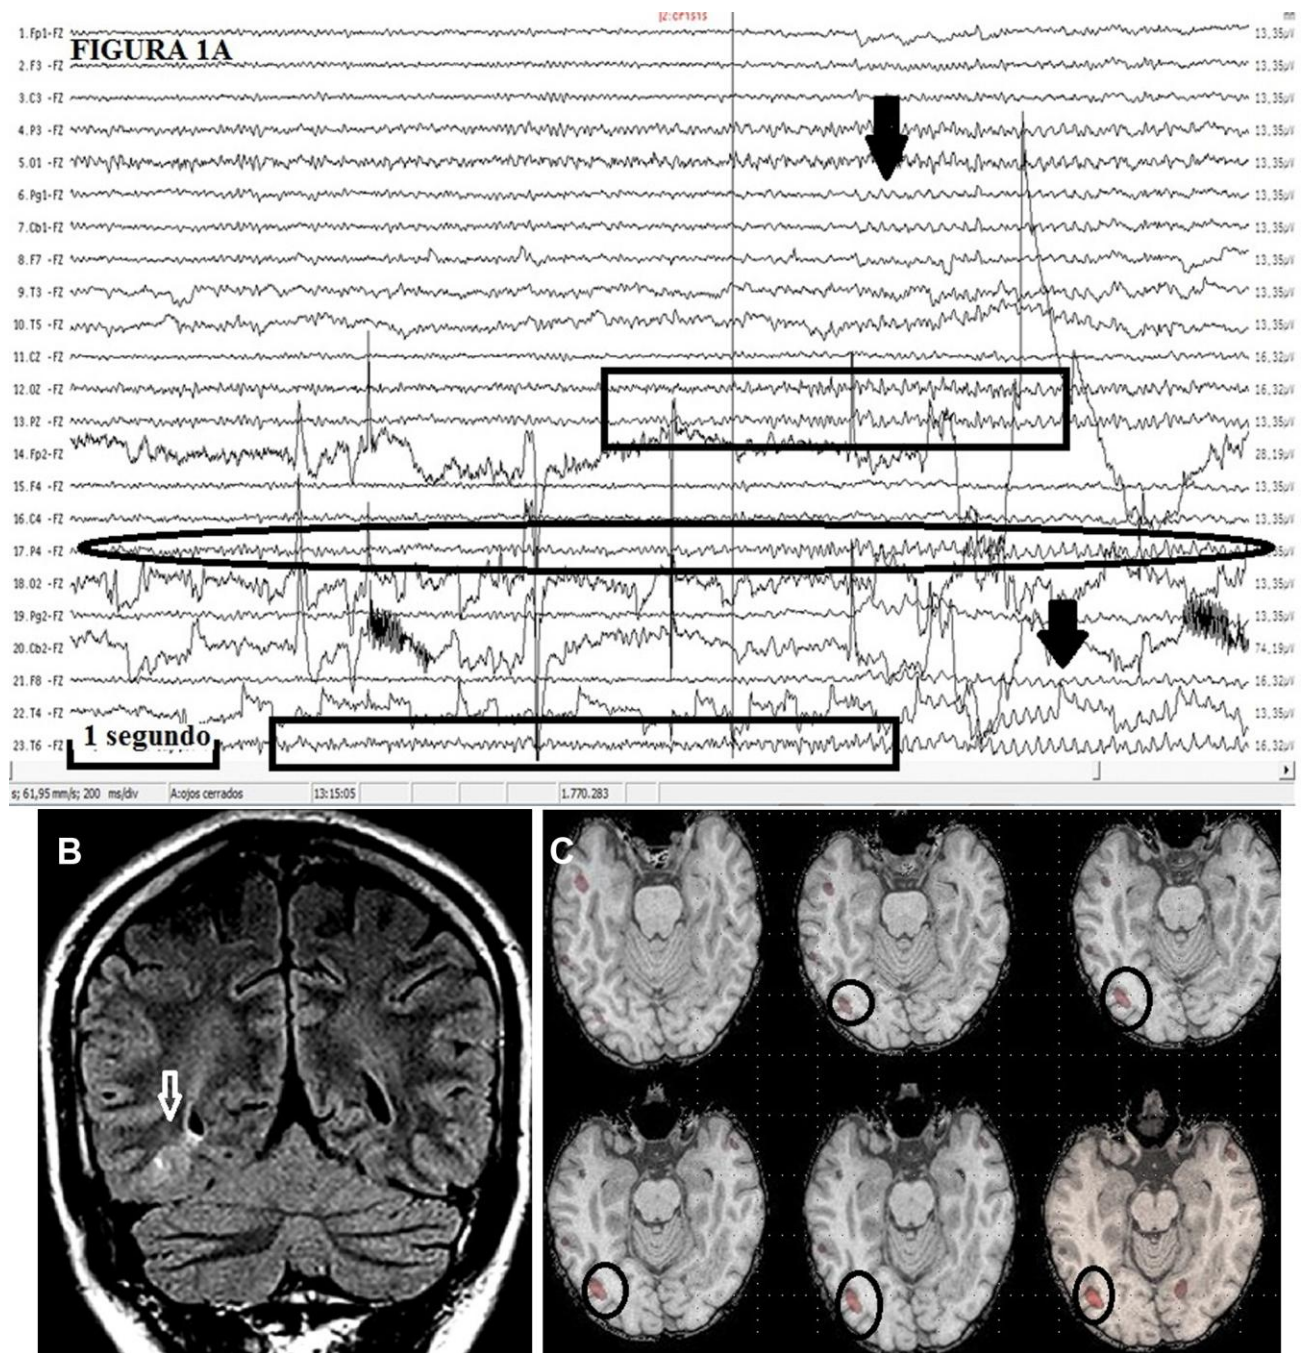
Correlación del trazado EEG con la lesión en la IRM de cráneo.
